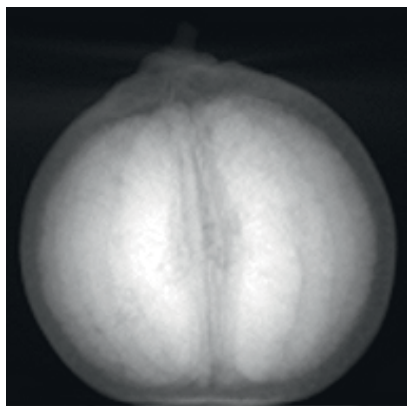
Изображение мандарина при ДКТ методом «Рентгенография» (слева) и MIP (справа)
